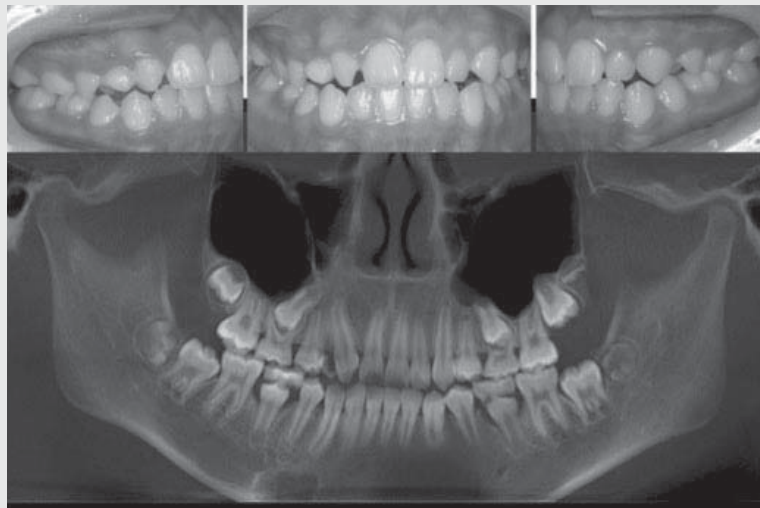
증례 3의 구강 사진과 파노라믹 X-ray. 상악 우측 측절치가 걸손되어있고, 제1대구치는 제 1급 앵글씨 관계를 보이고있다.
